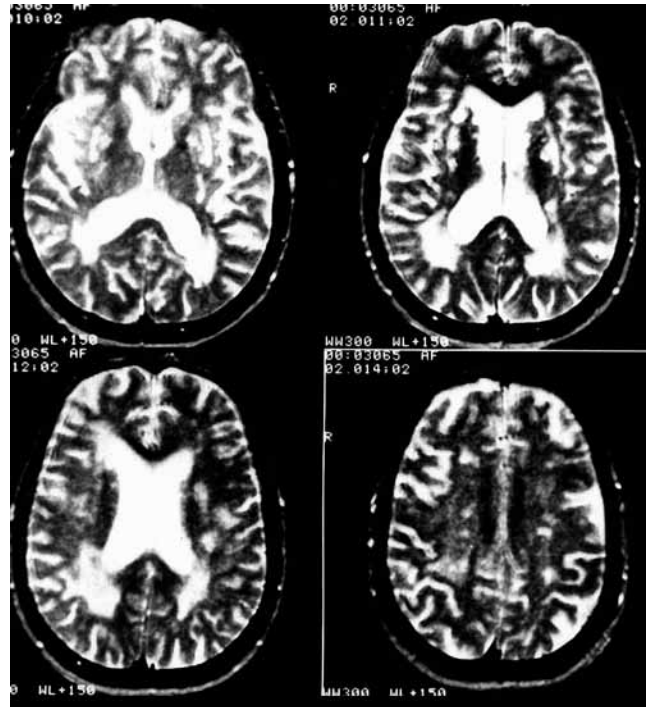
МРТ головы больного сифилитической деменцией: множественное поражение белого вещества, смешанная гидроцефалия, перивентрикулярный лейкоареоз, атрофия коры головного мозга. Собственные наблюдения
